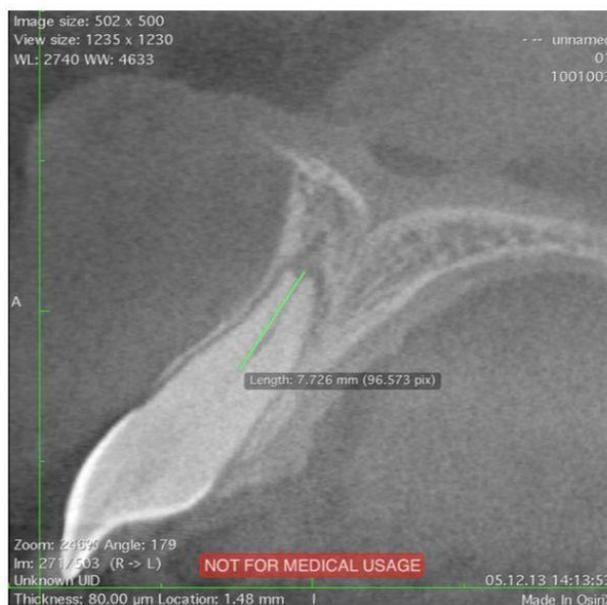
CBCT mostrando periodontite apical e CCP. O canal radicular é visível na parte apical da raiz.
